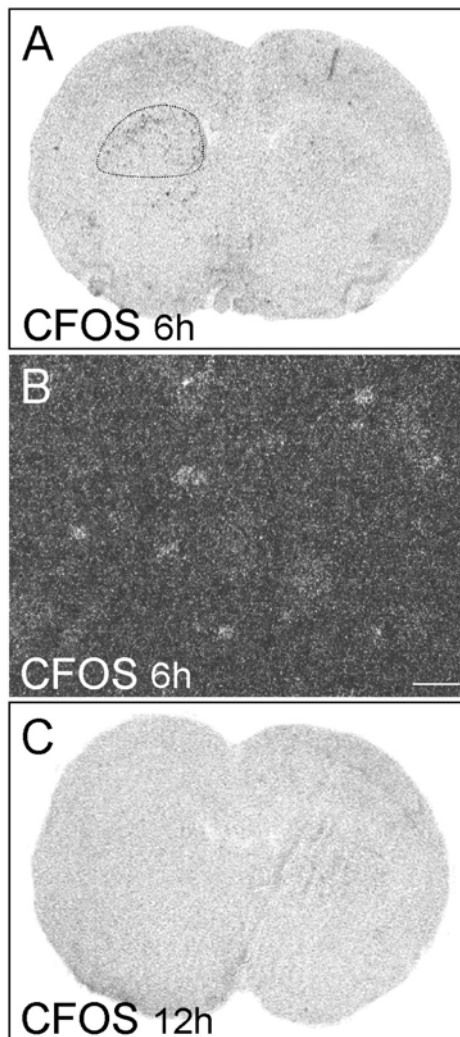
La lesión excitotóxica de la SNPR mediante una inyección de NMDA aumenta la actividad neuronal en el estriado. La técnica de hibridación *in situ* demostró como en el estriado ipsilateral aparece expresión de ARNm de cFos 6 h después de la inyección de NMDA en la SNPR. Es destacable el hecho de que las neuronas activadas se localizen en el área dorsal del estriado (indicado mediante línea de puntos). A y C: autorradiografías que muestran como a las 6 h tras la inyección de NMDA aparece expresión de mensajero de cFos en el estriado, pero sin embargo, no detectamos ya este ARNm 6 h más tarde (12 h tras la lesión). B: microfotografía de campo oscuro a alto aumento que muestra células expresando ARNm de cFos en el estriado. Barra de escala: 50 μ m.
